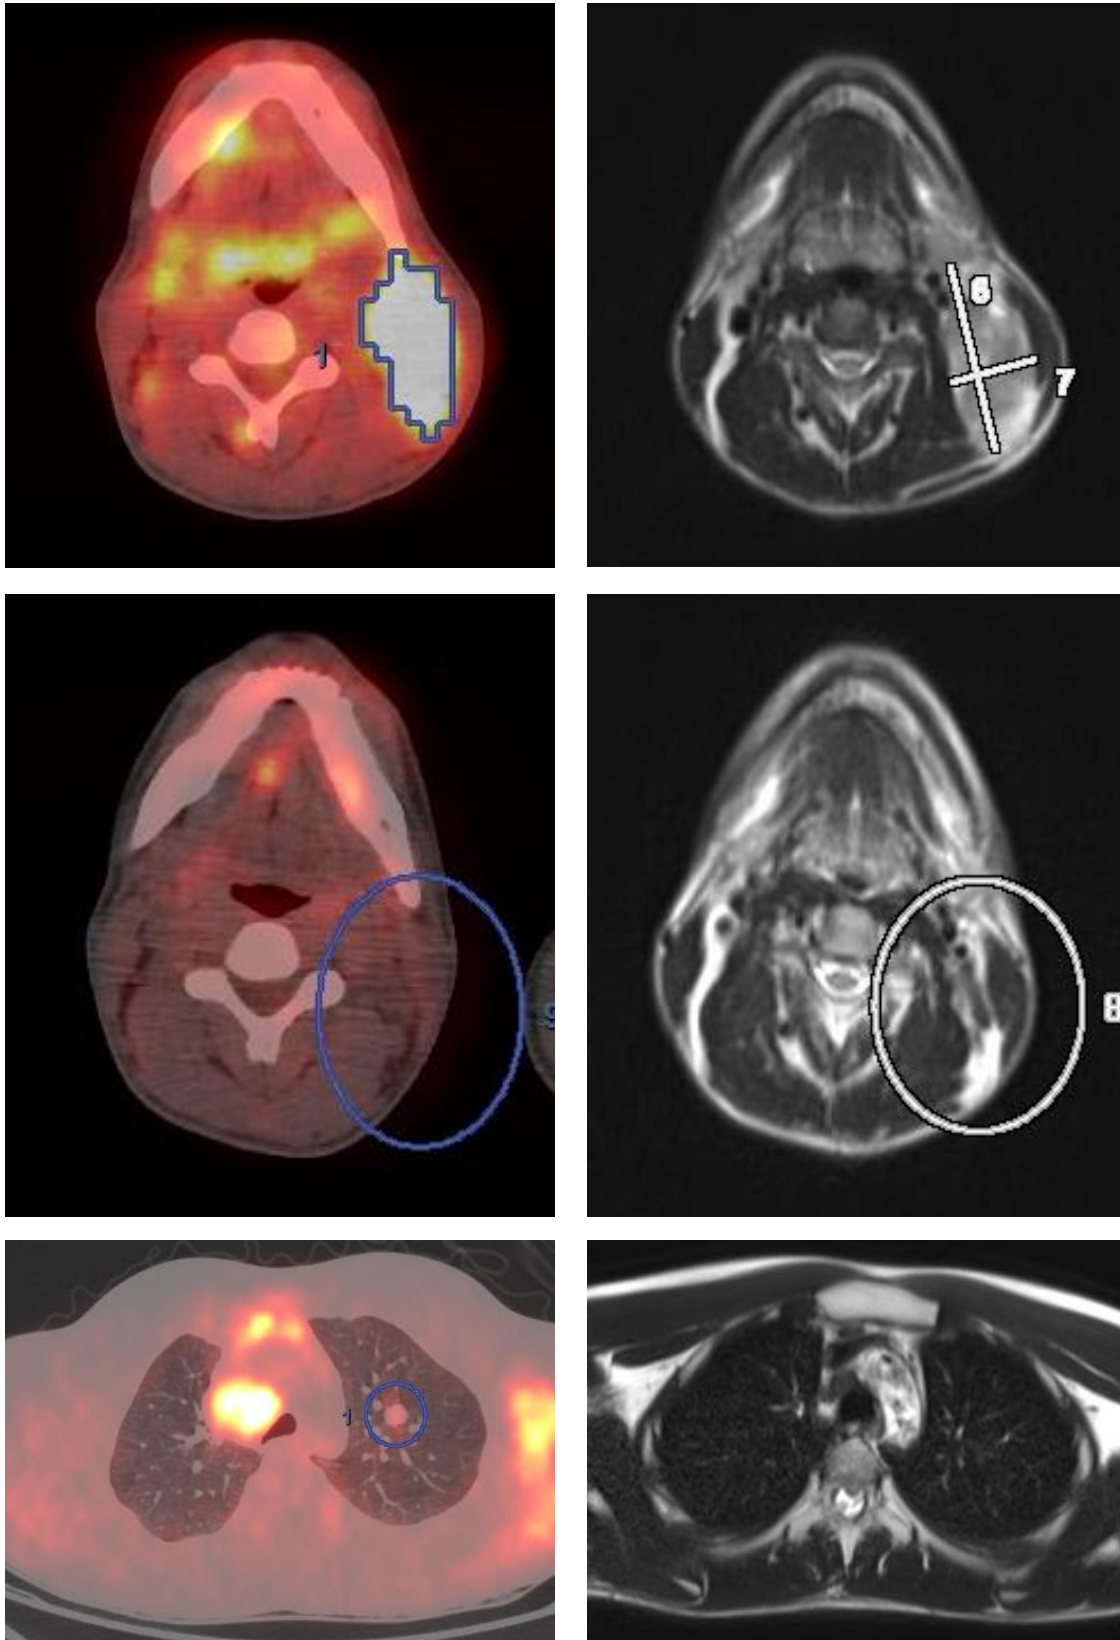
Лимфома Ходжкина, нодулярный склероз 2 типа, IV A стадия с поражением легких, лимфоузлов средостения, шейных, надключичных, ворот печени. ПХ. ВЕАСОРР esc. Регресс конгломерата шейных лимфоузлов слева, экстраодального очага в левом легком. 1 балл по ПЭТ-шкале.
